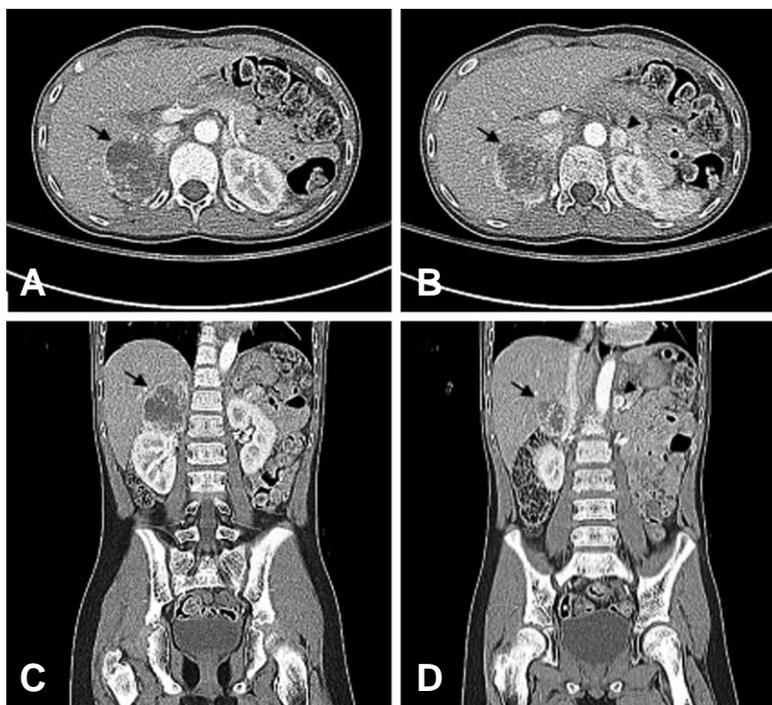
Computed tomography results suggesting bilateral pheochromocytoma.
